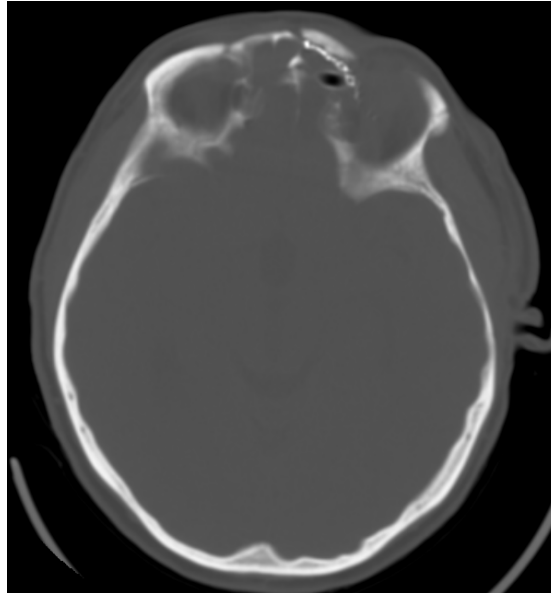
КТ головного мозга после операции, аксиальная проекция: дренаж в лобной пазухе указан стрелкой
